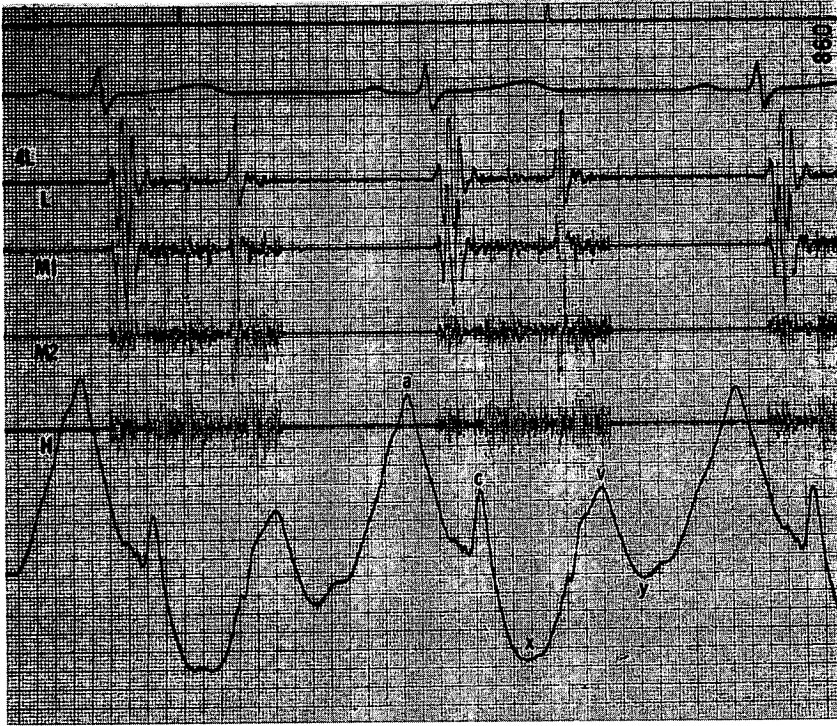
Jugular phlebogram and echocardiogram of a case with idiopathic effusive pericarditis (59-year-old female).
